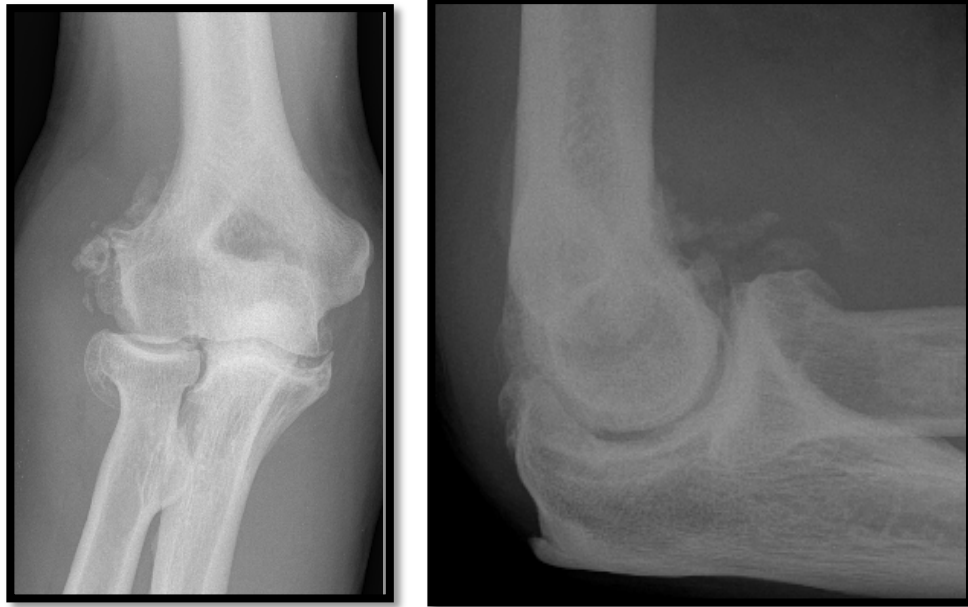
Radiographie montrant une ossification péri-articulaire
